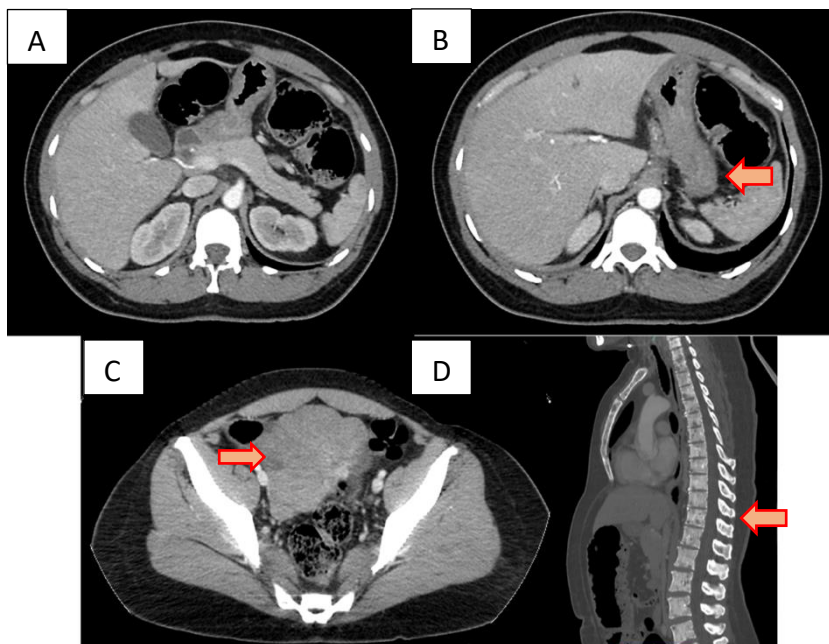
Sexo feminino, 51 anos, diagnóstico de adenocarcinoma gástrico subtipo anel de sinete. TC axial nota-se espessamento parietal gástrico de difícil avaliação por distensão gástrica inadequada (A,B) e implantes secundários em ovário (Krukenberg) (C) e osso (lesões mistas predominantemente líticas) (D).
